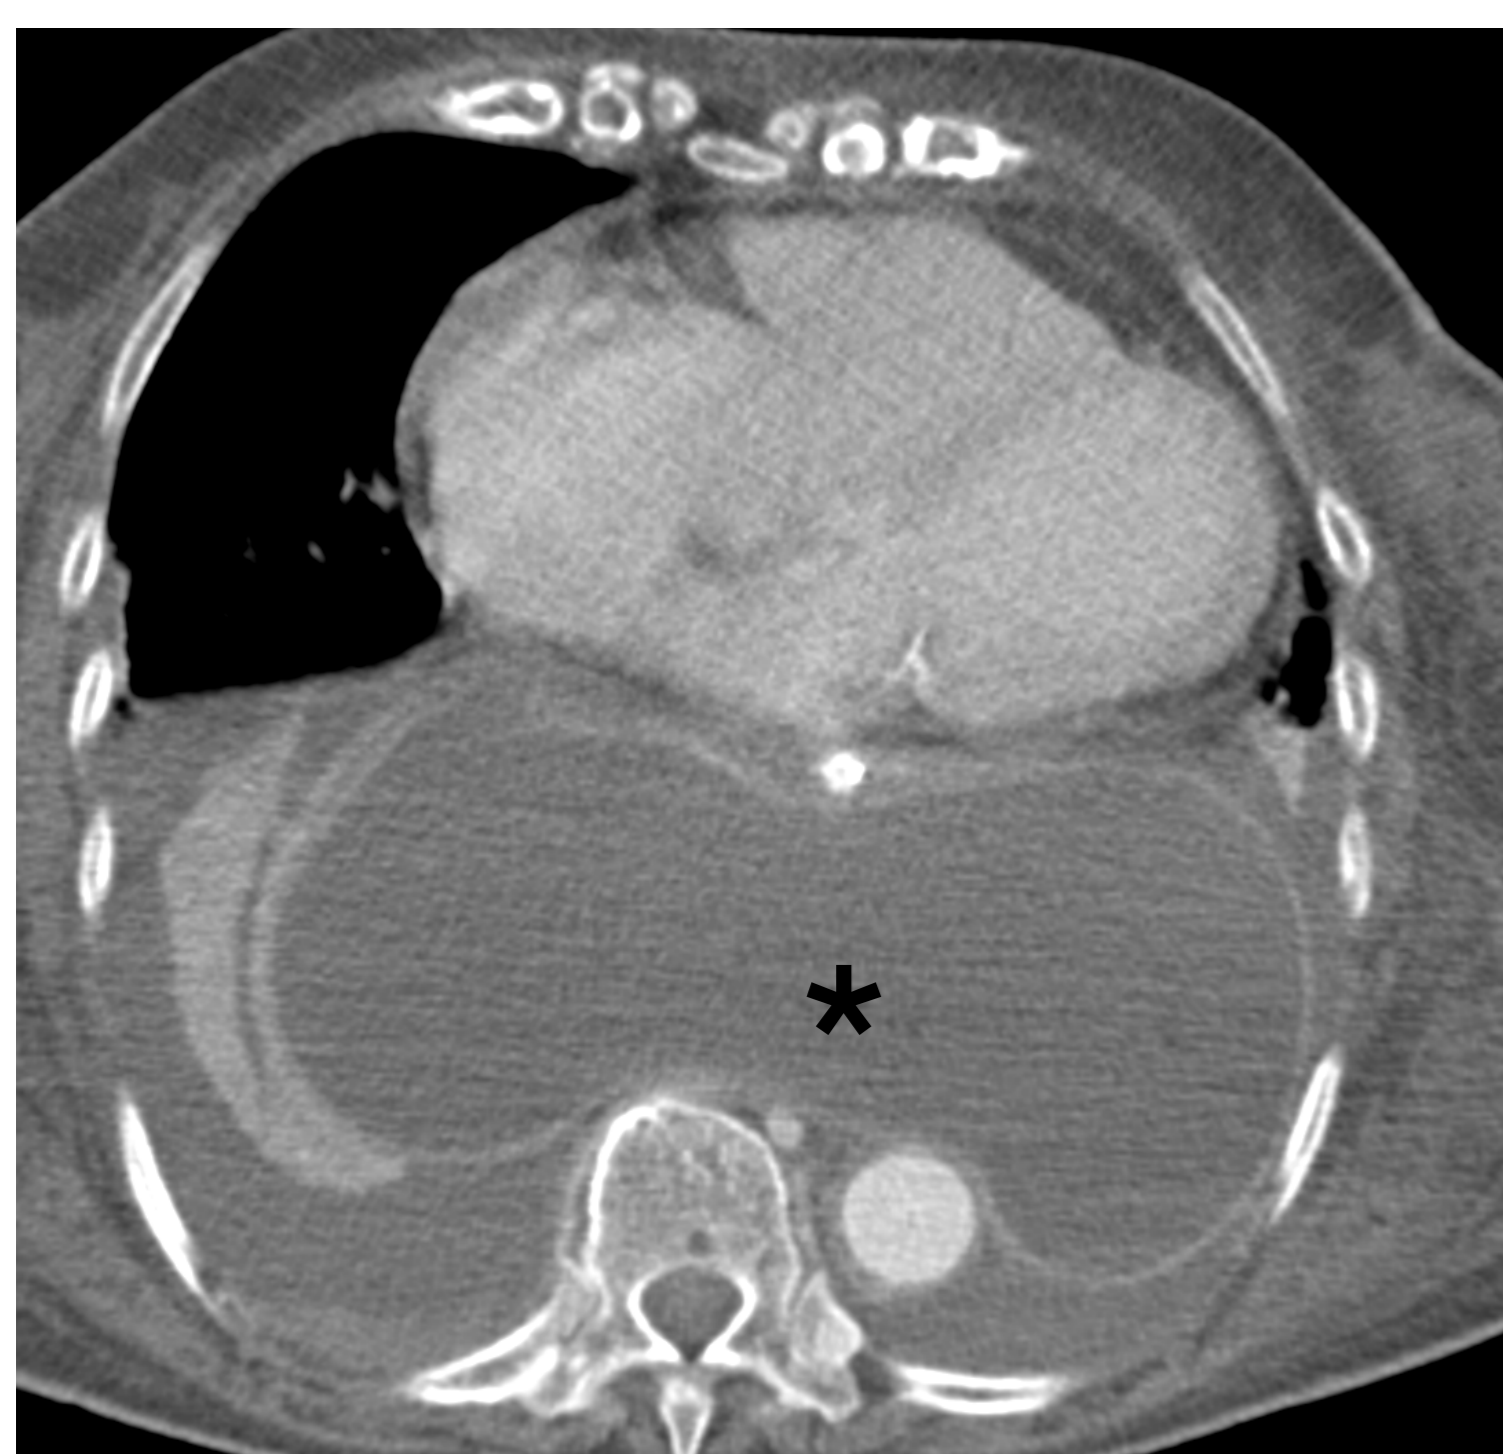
TC axial con CIV. Asterisco: colección líquida mediastínica ocupando saco herniario sin datos de organización.
